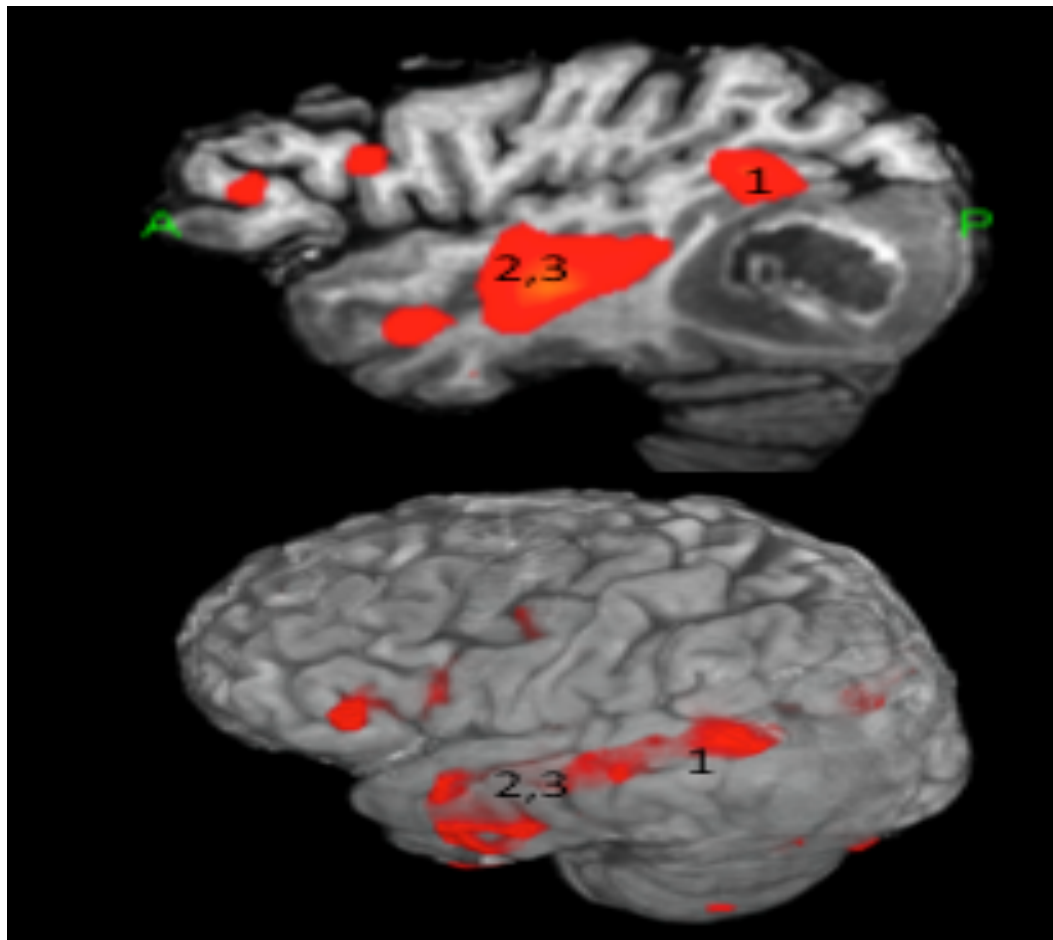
RMN funcional de lenguaje leído, en un caso de tumor temporal posterior izq.
